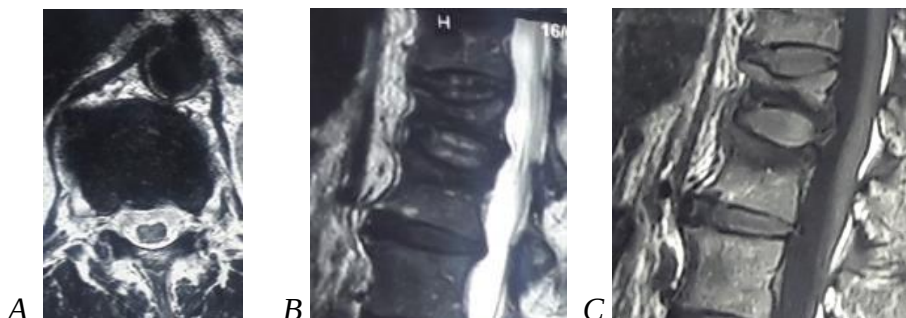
RMN lombară A, B, C. A- RMN în plan axial edemul perilezional fracturii Th8; B- RMN în plan sagital T2 ; C- RMN în plan axial T1 fractura tasata Th8 cu edem perilezional.
